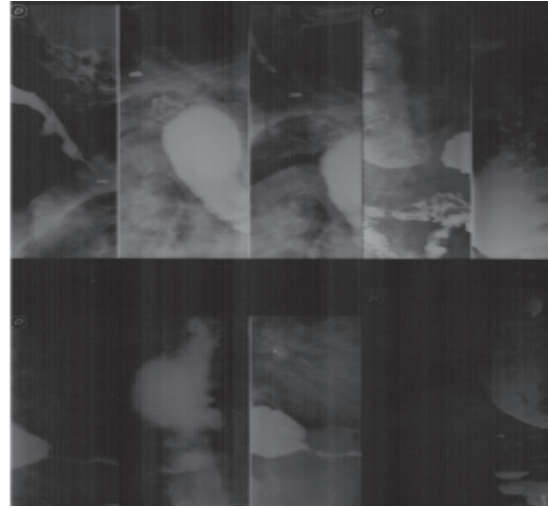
Radiografía de esófago.
